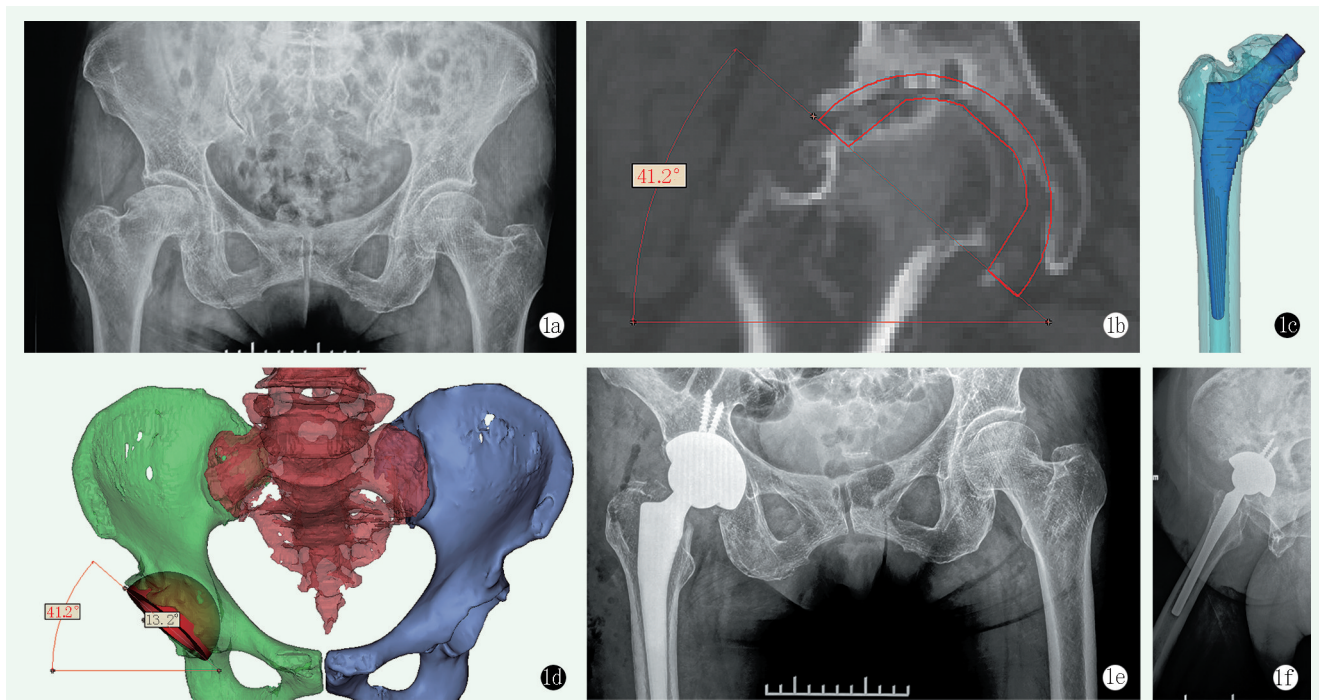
患者,男,64 岁,右股骨头无菌性坏死,术前虚拟 THA。1a: 术前 X 线片示右股骨头坏死,软骨下骨增生硬化,股骨头塌陷变扁,关节间隙狭窄; 1b: 术前冠状位模拟测量假体匹配型号、磨锉深度; 1c: 三维 CT 数据模拟股骨柄假体型号; 1d: 术前虚拟规划髋臼假体外展及前倾角; 1e: 按术前虚拟设计选定合适各假体组件,进行 THA 操作,术后 1 周复查正位 X 线片示髋臼深度及股骨柄大小良好,外展及前倾角度满意; 1f: 术后侧位 X 线片示股骨柄居中,大小合适。
